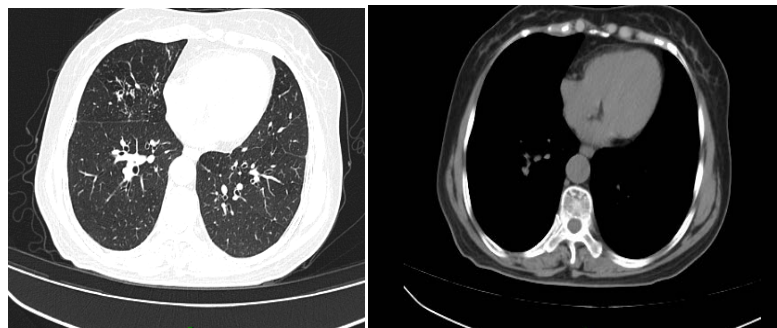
Chest CT indicates bronchiectasis and peripheral infectious lesions of both lungs
